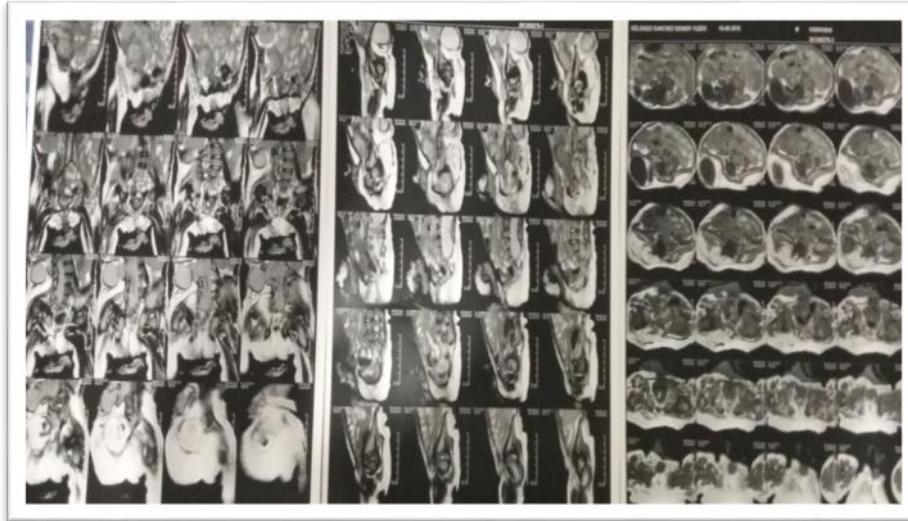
Resonancia de abdomen y pelvis simple, tomada 8 octubre 2018.
